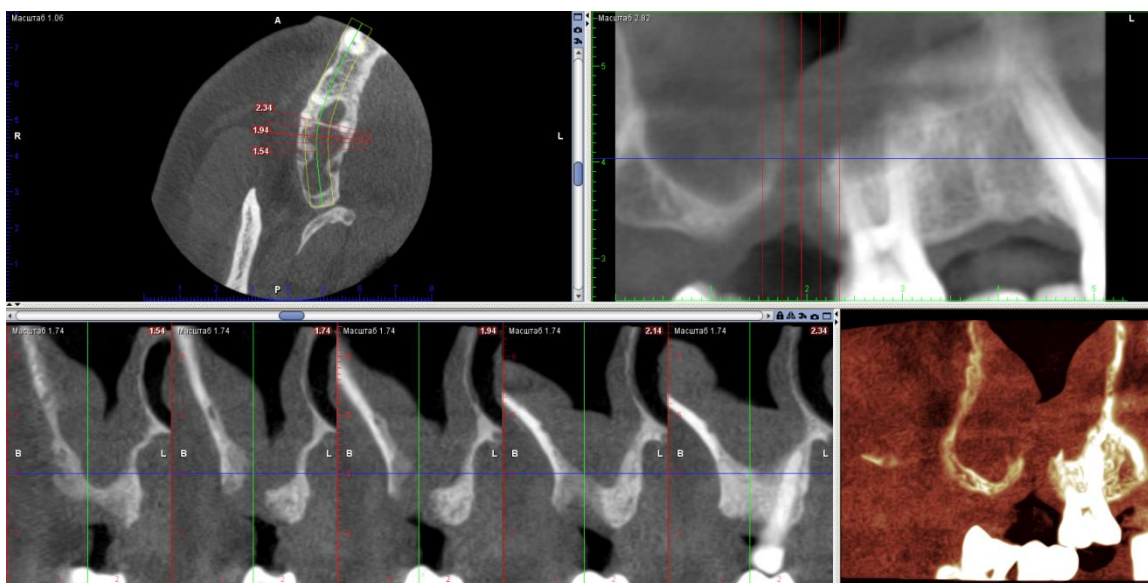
Tomografie computerizată cu fascicol conic efectuată la 3 săptămâni postextracțional.
